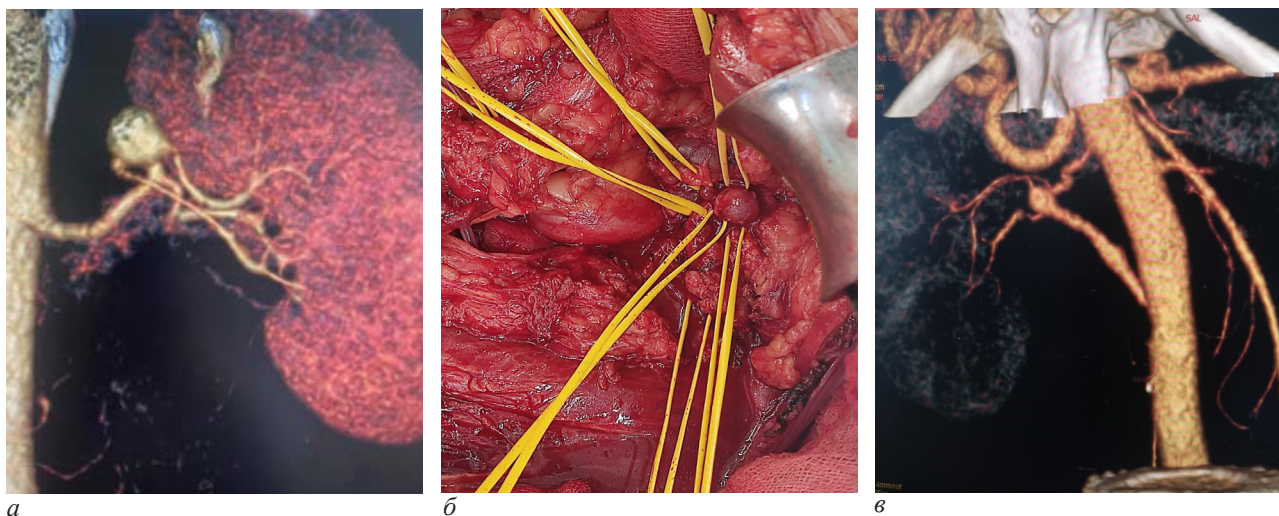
Предоперационная МСКТ-ангиография (3D-реконструкция) (а); интраоперационная фотография (б); МСКТ-контроль после операции (в)
